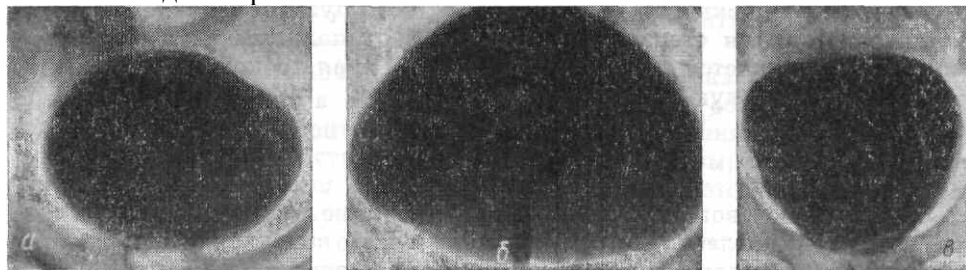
Рентгенограмма контрастированного мочевого пузыря в прямой задней проекции. Различная форма пузыря: а — у женщины, б — у мужчины, в — у ребенка.
